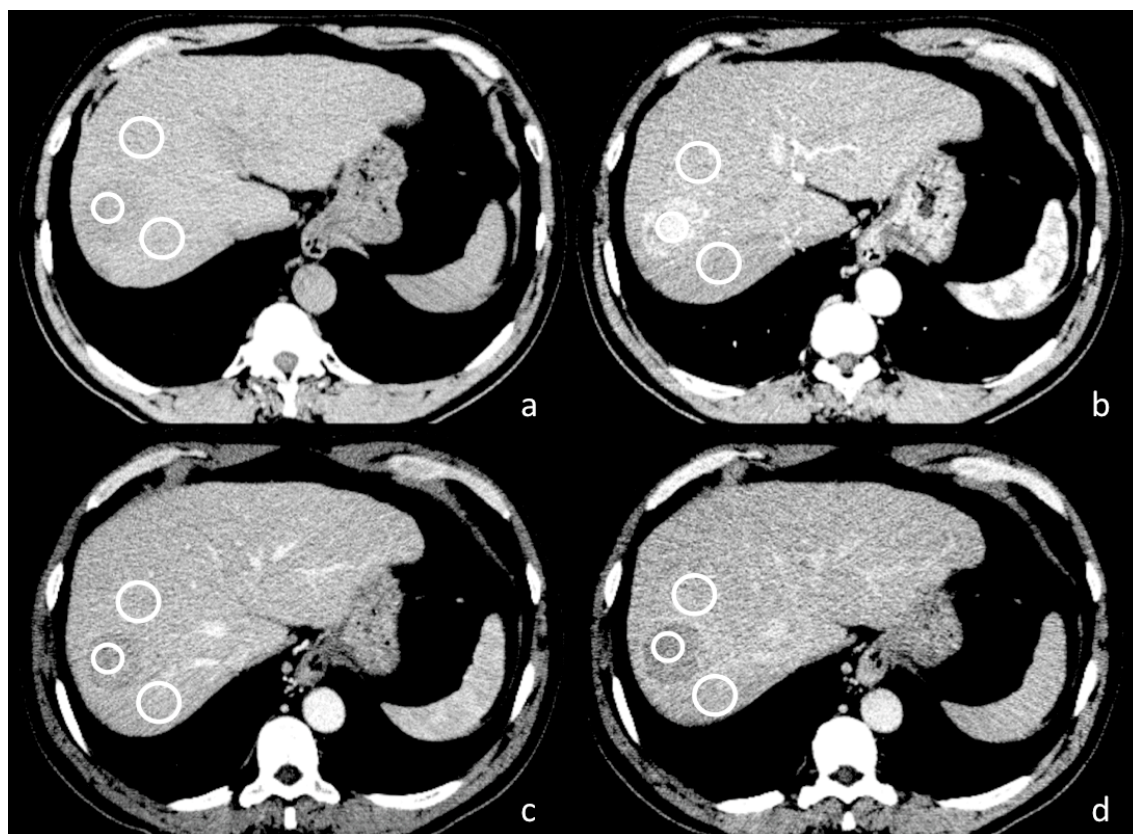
Carcinoma hepatocelular. Cortes axiais de TC pré-contraste (a) e nas fases arterial (b), portal (c) e de equilíbrio (d) com as ROIs posicionadas no nódulo e no parênquima adjacente.
